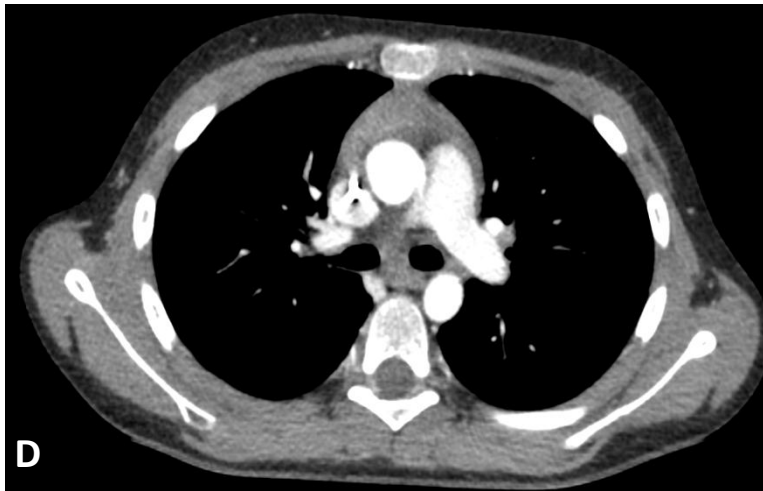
TC tórax y abdomen planos transversales en paciente de 11 años con linfoma linfoblástico T en mediastino anterior. Se extiende a hilos pulmonares e infracarinal, englobando vena cava superior y comprimiendo ambos bronquios principales (A). En segmento 4 hepático, hiperrealce focal en fase arterial “signo del punto caliente” (B) con vena de Sappey en su interior (flecha en C) y circulación colateral en pared abdominal anterior
